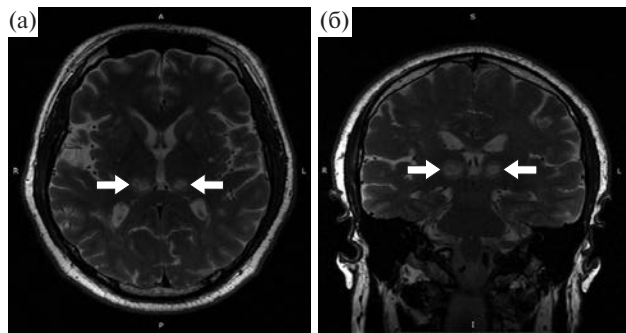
МРТ головного мозга того же пациента после операции (2-е сутки): а – аксиальный срез; б – коронарный срез. Стрелками указаны визуализируемые таламические очаги в области CLT.
